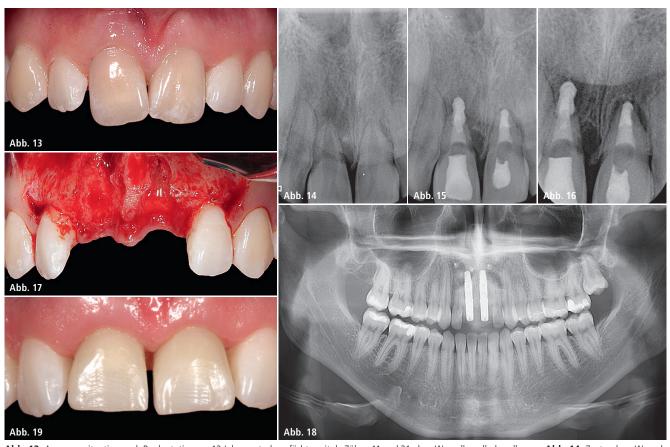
Ausgangssituation nach Replantation vor 12 Jahren; stark verfärbte avitale Zähne 11 und 21 ohne Wurzelkanalbehandlung. – Abb. 14: Zustand vor Wurzelkanalbehandlung. - Abb. 15: Knöcherne Resorption und apikale Aufhellungen; Zustand nach maschineller Wurzelkanalbehandlung. - Abb. 16: Röntgenkontrolle nach drei Monaten; ausgeprägte Resorption an Zahn 11 und Vergrößerung der apikalen Aufhellung an Zahn 21. – Abb. 17: Intraoperative Ausgangssituation; fehlende vestibuläre Lamelle. - Abb. 18: Röntgenkontrolle nach Implantation mit Zimmer Biomet T3 Implantaten (4,1 x 13 mm). - Abb. 19: Provisorium nach Nahtentfernung ohne Approximal- und statische Kontakte.
